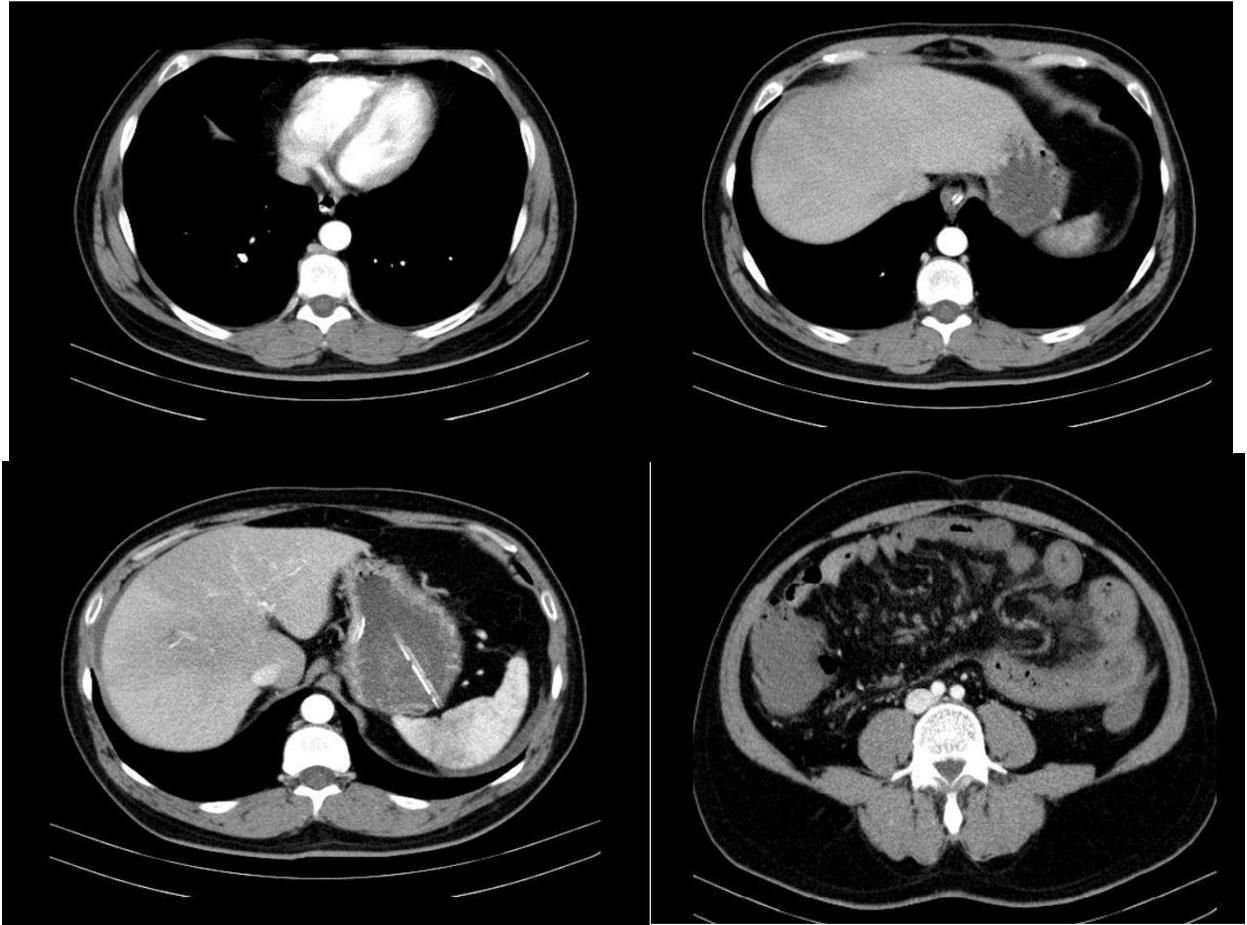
Tomografía computarizada Cortes Axiales con Contraste.
